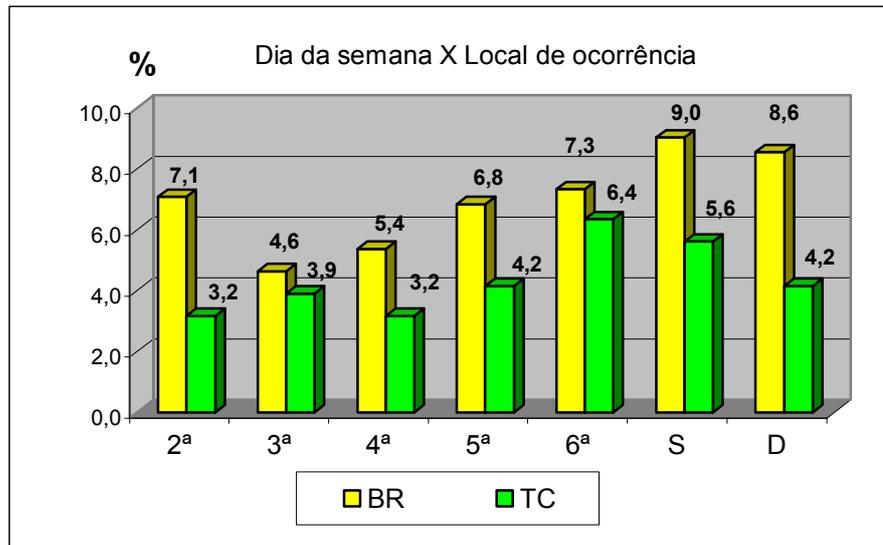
Relação percentual dos óbitos em relação ao dia da semana *versus* o local de ocorrência, 2001/2005. Local de ocorrência: rodovias federais (BR), tráfego central (TC). Dia da semana: Sábado (S) e Domingo (D).
